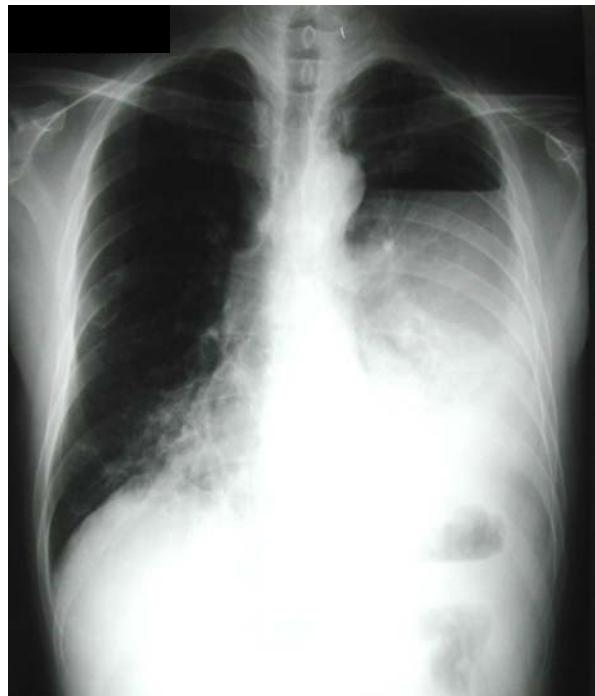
Plain chest radiograph shows a large cavity in left hemithorax containing air-fluid level. Pneumonic opacities are also noted in bilateral lower lung zone.
